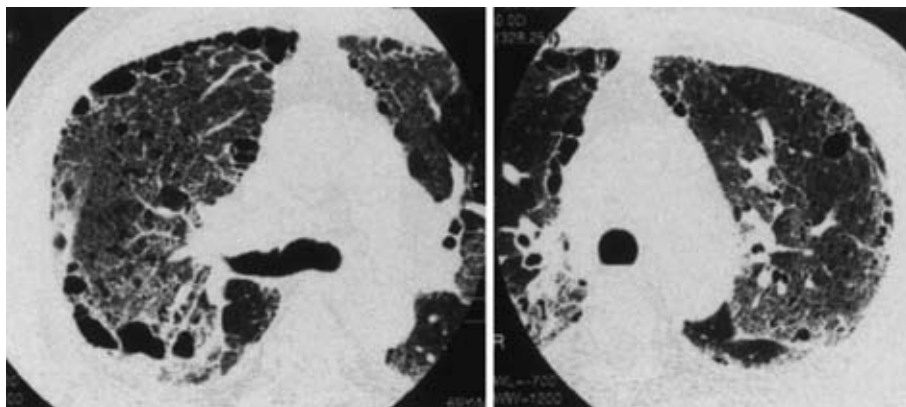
Chest CT scan on admission (on August 13) showing ground glass opacity in both upper lobes.
